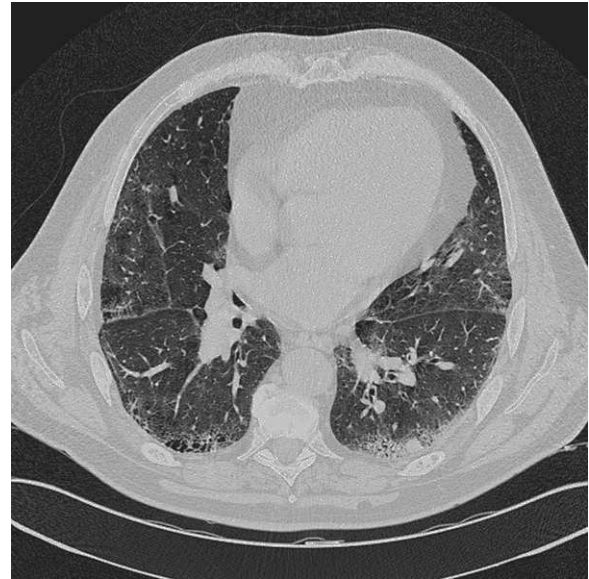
Tomografía computarizada de bases pulmonares con áreas parcheadas en vidrio deslustrado y pequeñas imágenes quísticas subpleurales en el lóbulo inferior derecho, que plantea el diagnóstico diferencial entre lesiones de enfisema o panalización.
